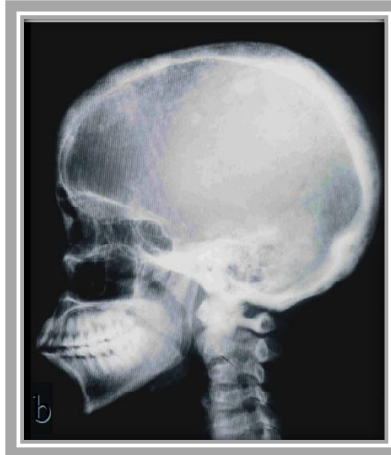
Radiografía de cráneo, vista lateral, mostrando una apariencia de algodón en las regiones frontoparietales⁷³
